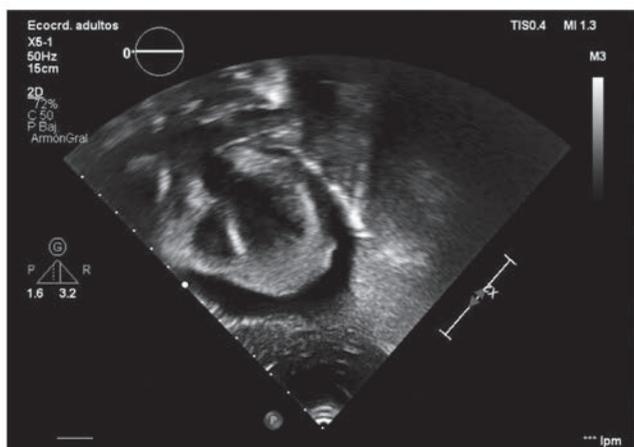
Ecocardiografía con visualización de derrame pericárdico moderado de hasta 17 mm en cara inferior sin colapso a nivel de aurícula derecha ni otros datos de tapo-namiento cardíaco.
